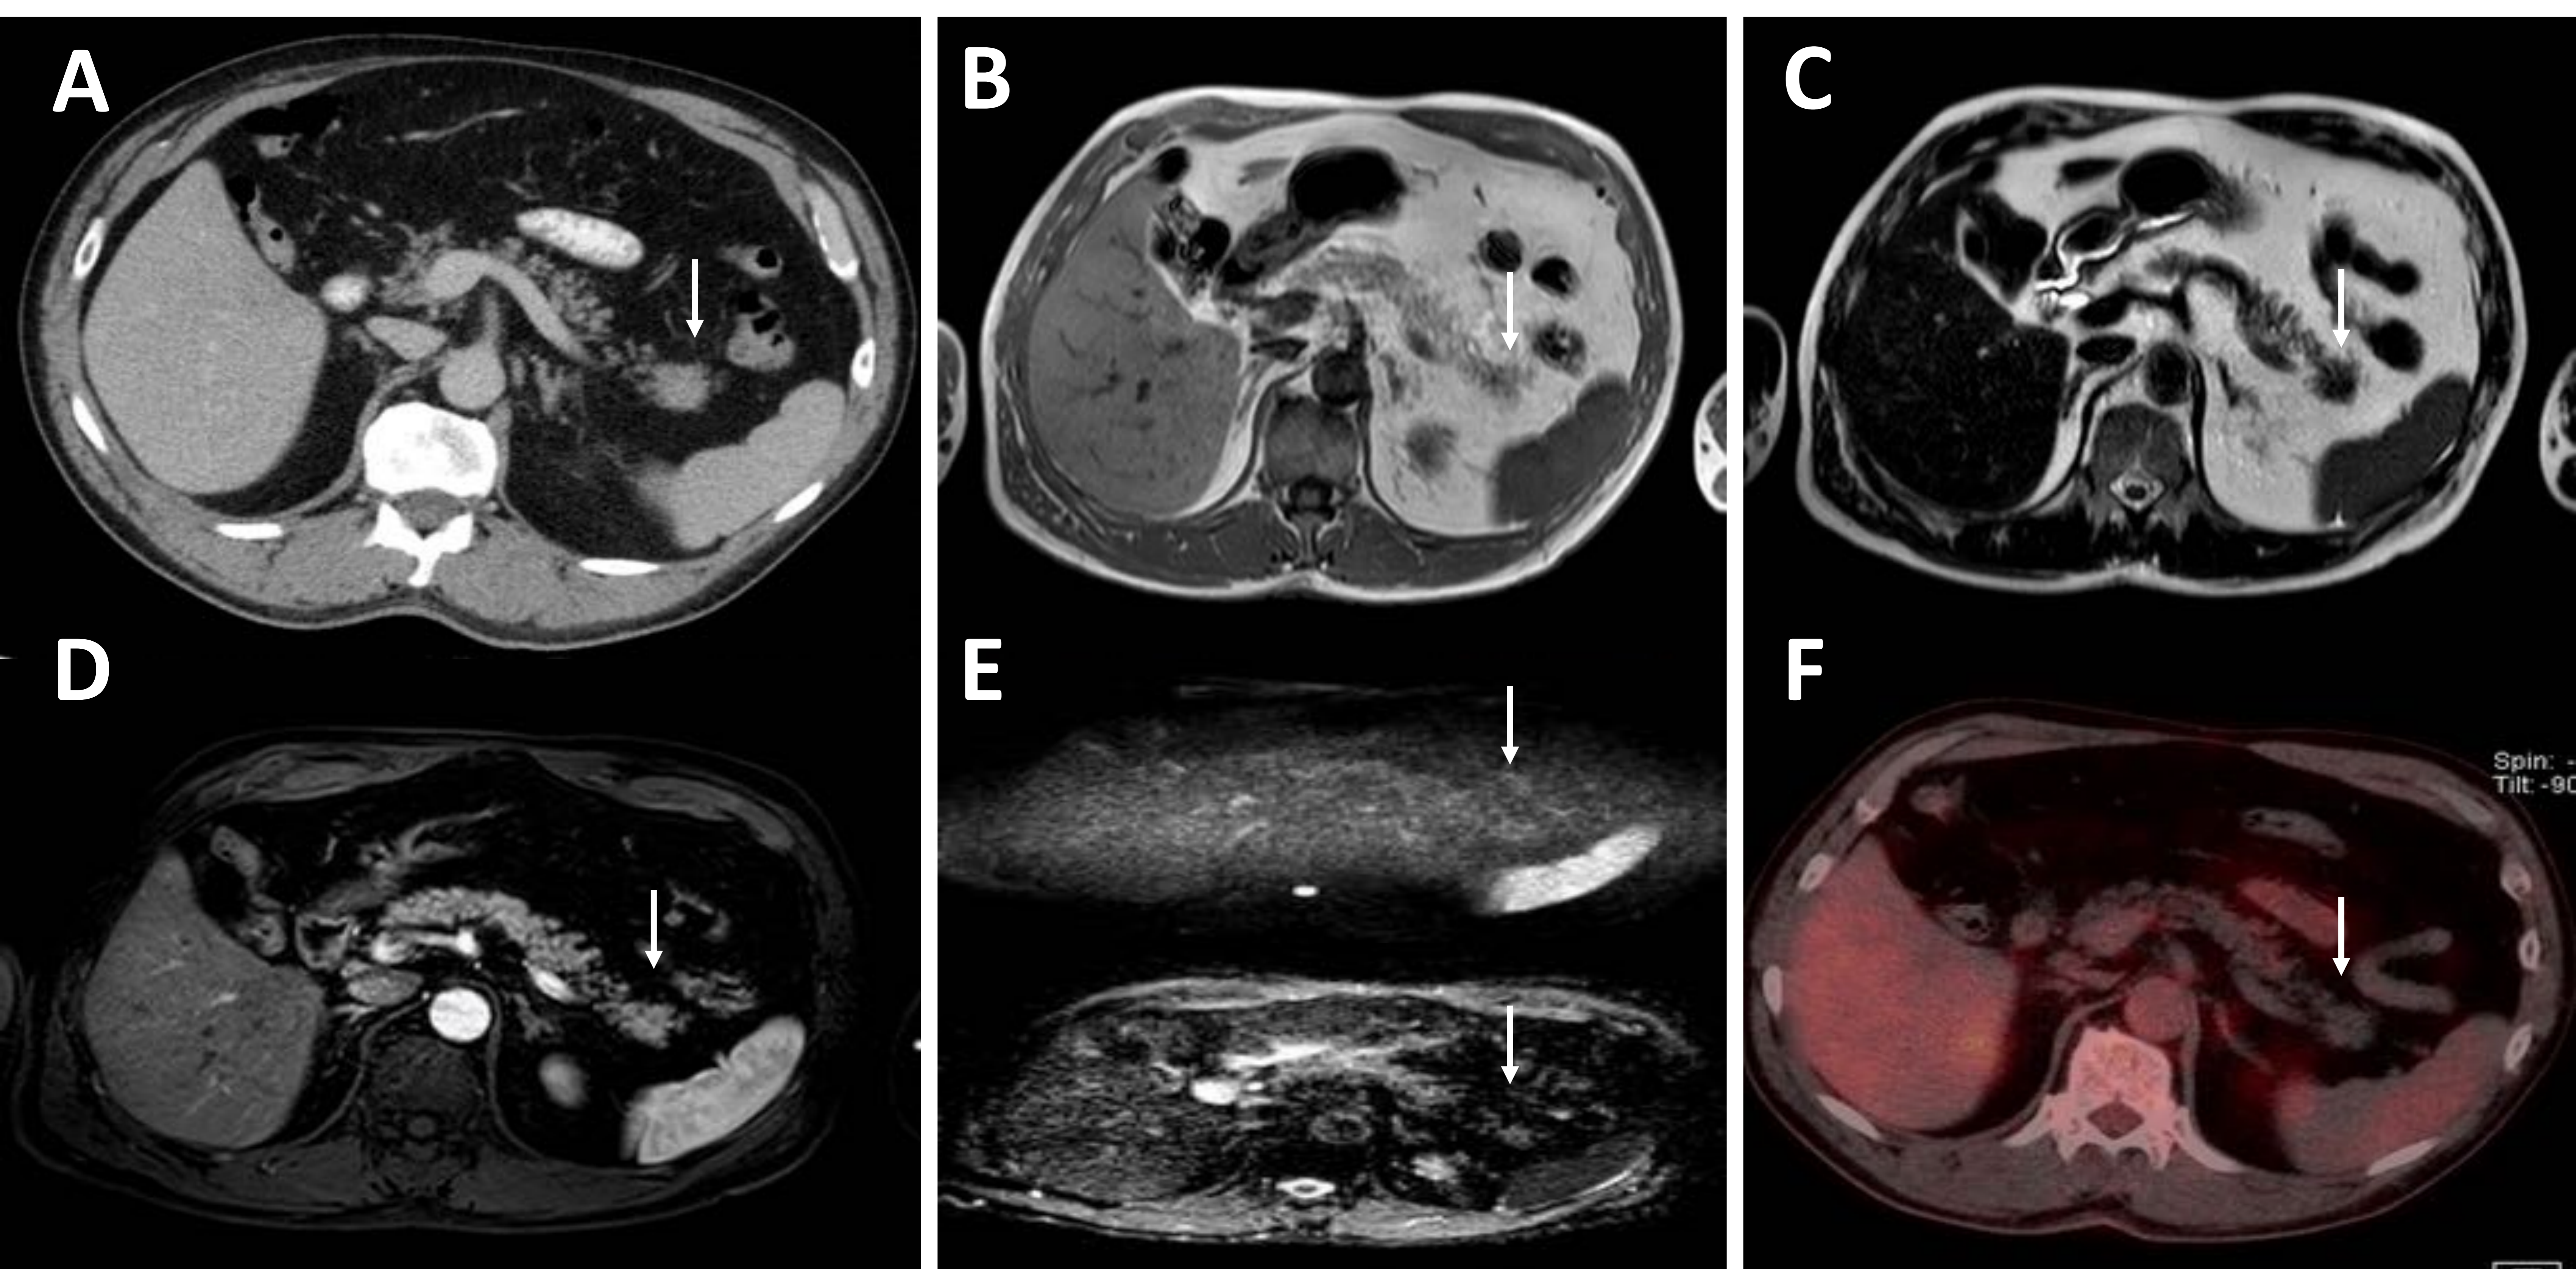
Varón de 63 años con hipertrofia acinar en la cola pancreática. Imagen A: La TC muestra una mayor densidad de acinos en la cola pancreática, adoptando una morfología nodular y suscitando la sospecha de estar ante un posible TNEp. En la RM se observa que dicha zona tiene la misma intensidad de señal que el resto de la glándula tanto en secuencias T1 (imagen B) como T2 (imagen C), la misma captación de contraste (imagen D) y ausencia de restricción de la difusión (imagen E). Todo ello era sugestivo de hipertrofia acinar pancreática (descartando la posibilidad de bazo intrapancreático al no comportarse igual que el parénquima esplénico en todas las secuencias). Finalmente, en la PET (imagen f) no se observa una captación patológica del radiotrazador, apoyando el diagnóstico de hipertrofia acinar.
